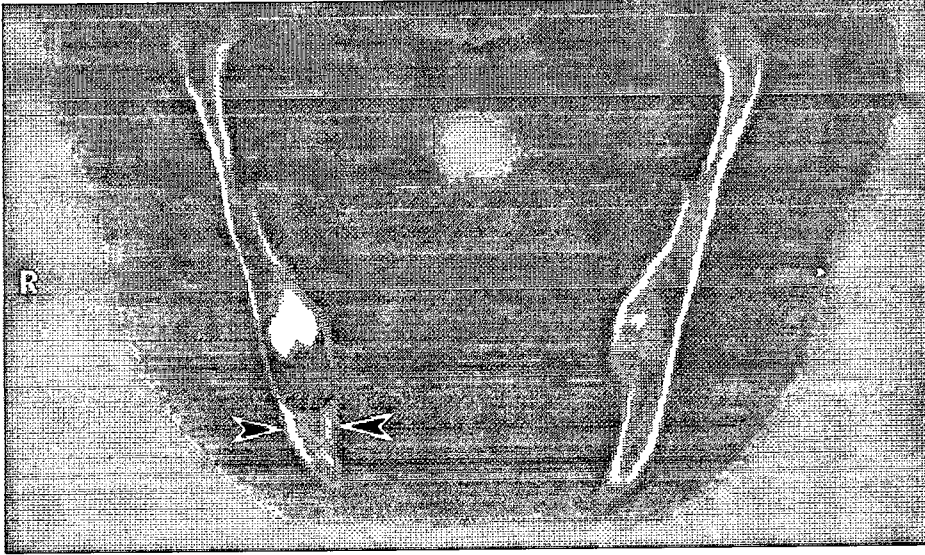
Aynı olguda pterigomandibuler ve retromaksiller bölgedeki tümör invazyonunun aksiyal bilgisayarlı tomografi görüntüsü.
